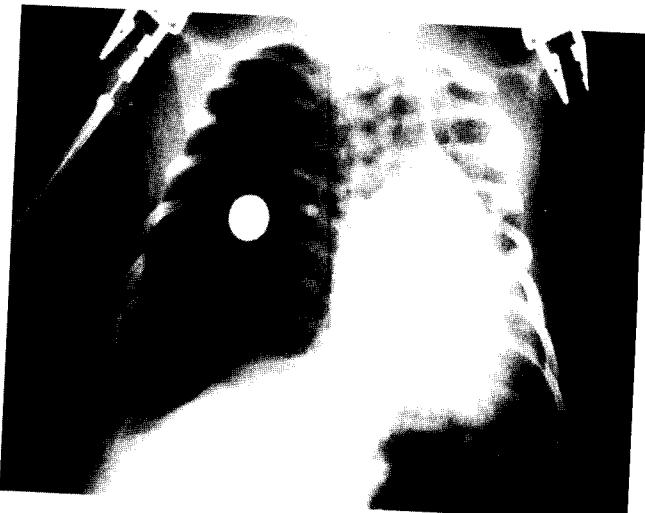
Preoperative chest x-ray; Infantile lobar emphysema of right middle lobe with herniation of this lobe anteriorly into left hemithorax. Heart and mediastinum are shifted to the left.
